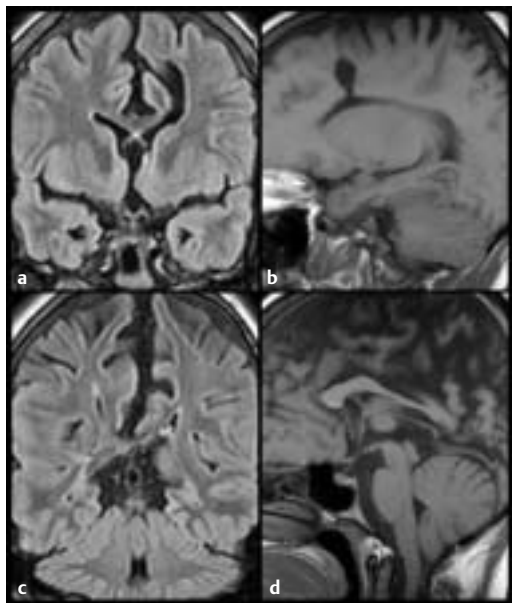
a, c Koronar T2-FLAIR. b, d Sagittal T1-SE.
